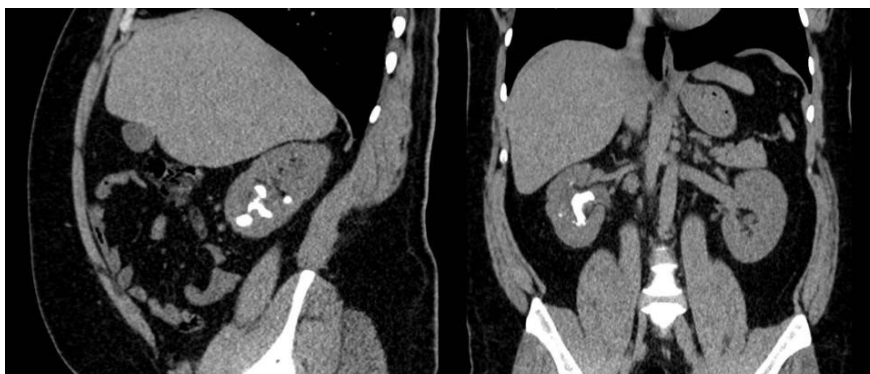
TC abdominopélvico sin contraste en visión sagital y coronal mostrando cálculo coraliforme derecho.
